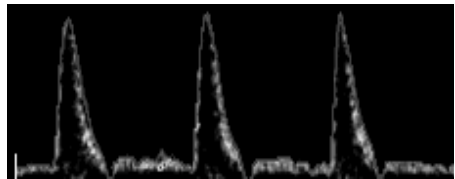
Monitorizarea Doppler și aspectul unei determinări de flux sanguin aortic
